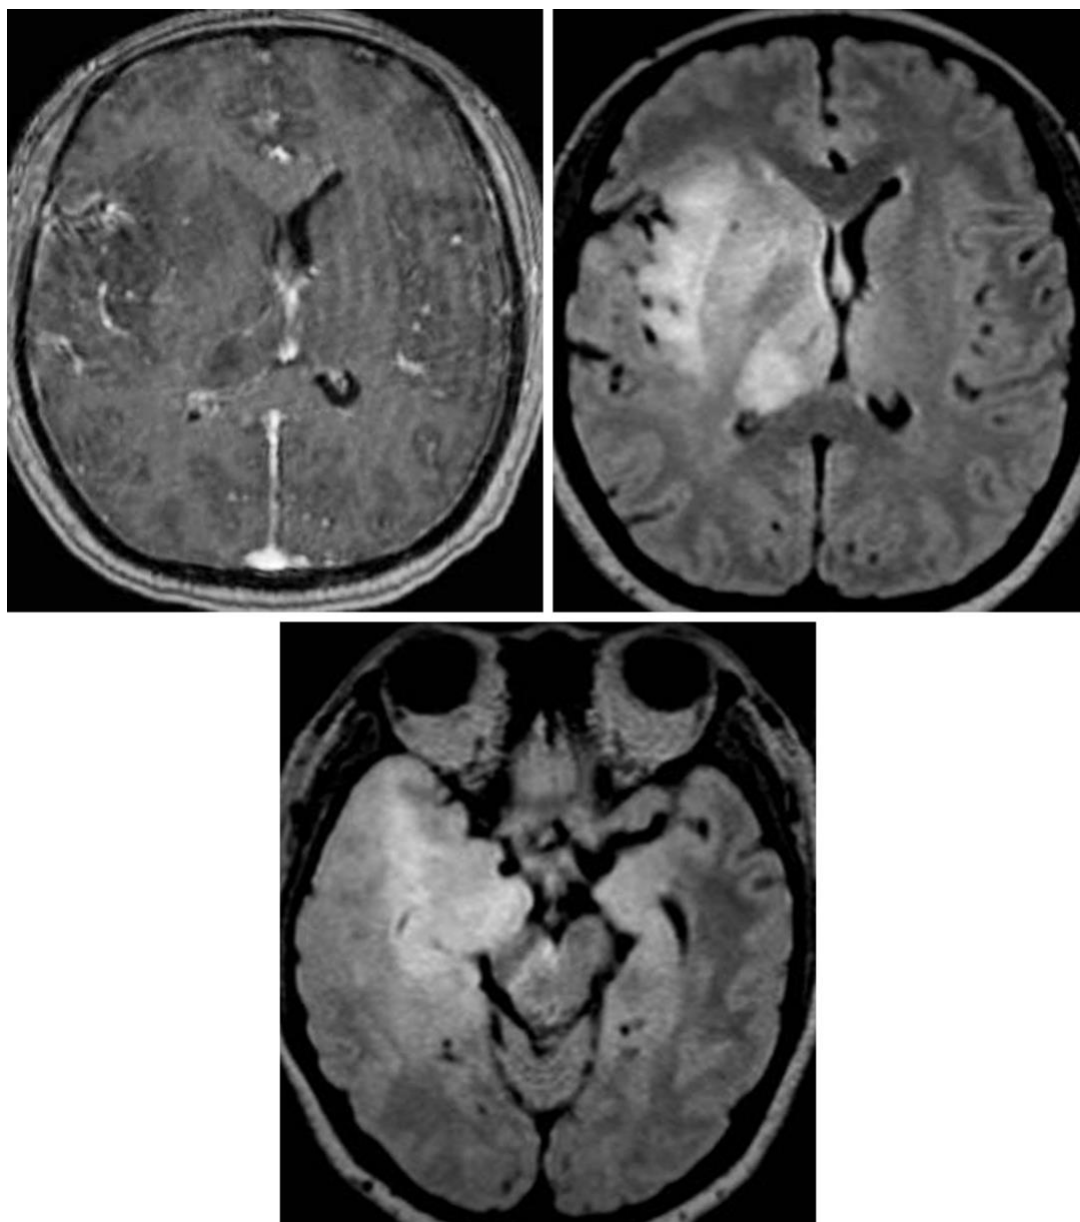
在以往的分类系统中，弥漫性浸润性胶质瘤被称为大脑胶质瘤病。FLAIR 加权相可见右侧颞叶、右侧额叶后部、右侧岛叶、右侧基底节和右侧丘脑的弥漫性病变。T1WI 增强成像见该病灶无强化。
